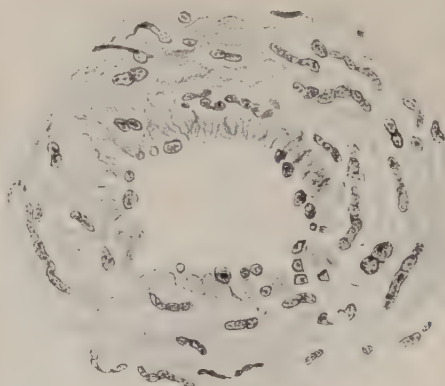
Kleinere Arterie aus der Kutis mit mehrkernigen und degenerierten Muskelzellen kurz nach Ablauf der akuten Röntgenreaktion (70. Tag nach einmaliger Applikation von ca. 1 H.E.D.). (Nach Miescher.)
